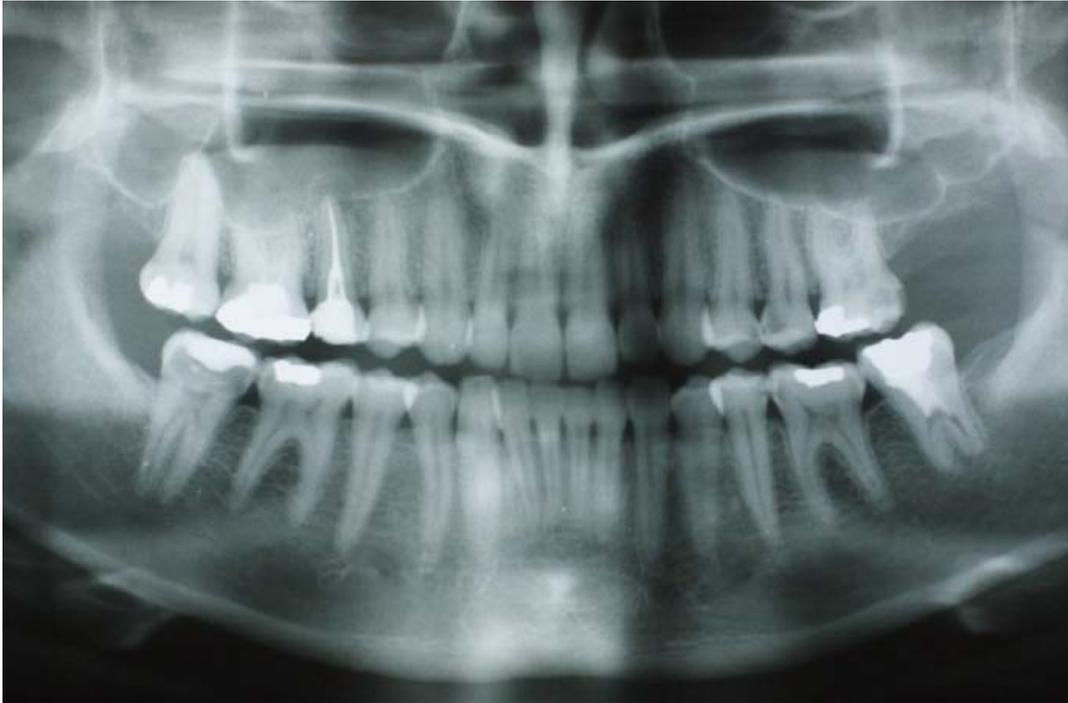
Orthopantomogramme Mme H. (septembre 1995)
